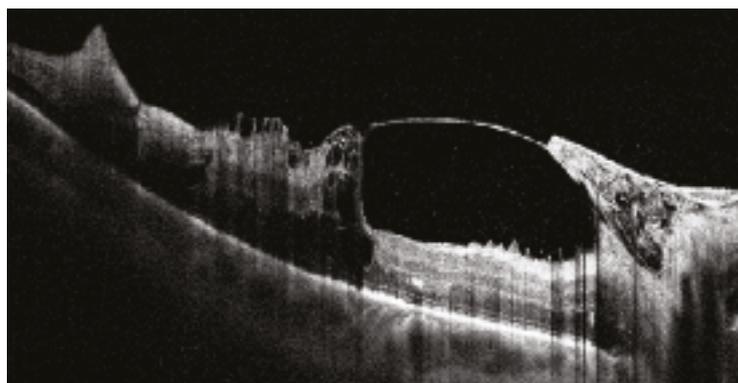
Оптическая когерентная томограмма пациента с тракционным смещением макулы на фоне витреопапиллярного тракционного синдрома
